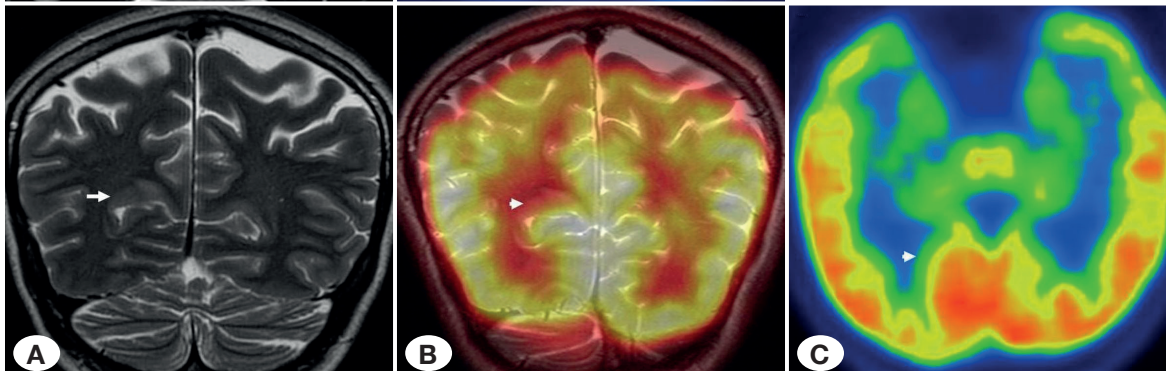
The non-concordance between MRI and FDG-PET in a 27-year-old female with focal cortical dysplasia. A) Coronal oblique fast spin-echo T2-weighted image (TR/TE: 4000/100 ms) shows thickening of the right parietal cortex at the level of the parieto-occipital sulcus (arrow). B-C) Oblique coronal and axial FDG-PET scans show no hypometabolism around the region of the parieto-occipital sulcus (arrowheads)
